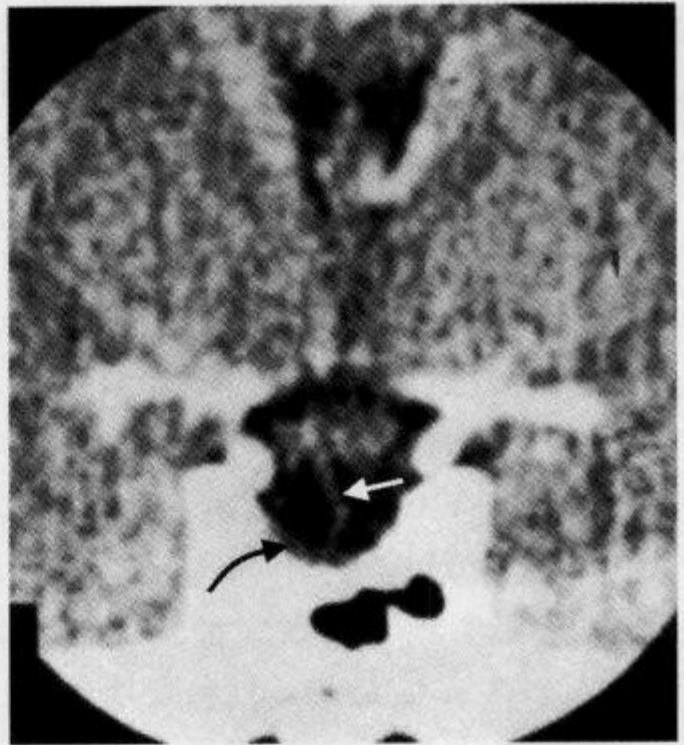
冠状位 CT 薄层增强扫描示“漏斗征”
